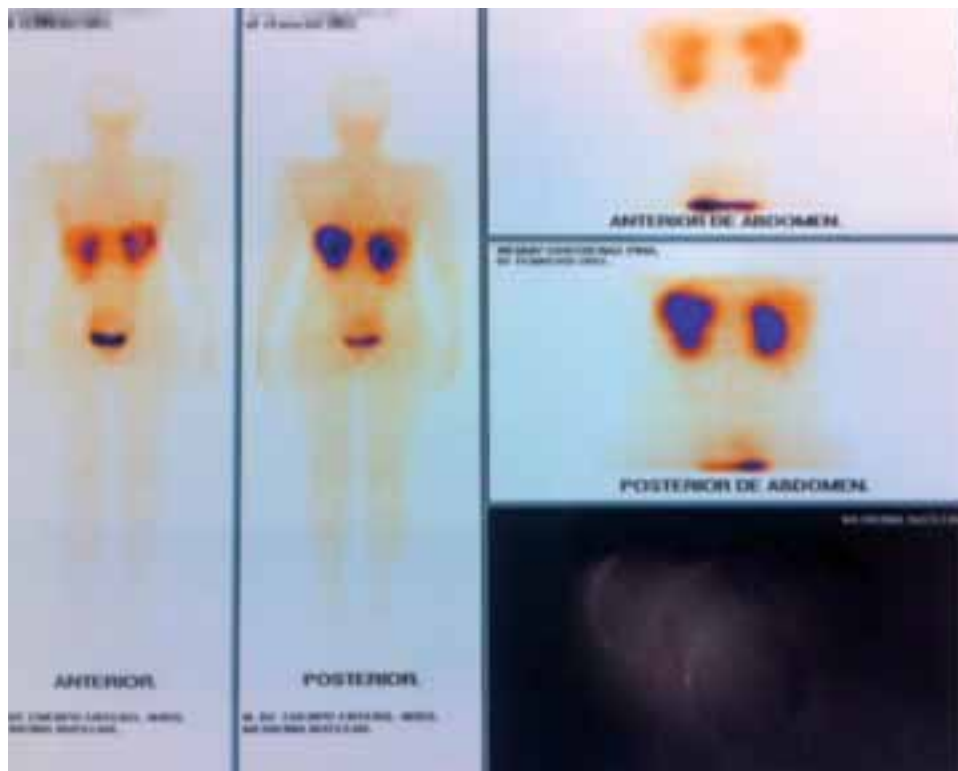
PET-Scan sin evidencia de captación (compatible con remisión).
